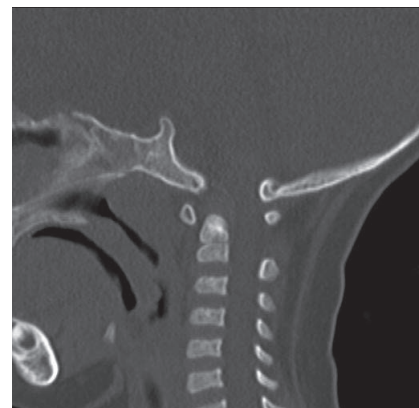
術前の頭頸部 CT 矢状像。大後頭孔部と環椎との癒合は認められなかった。
